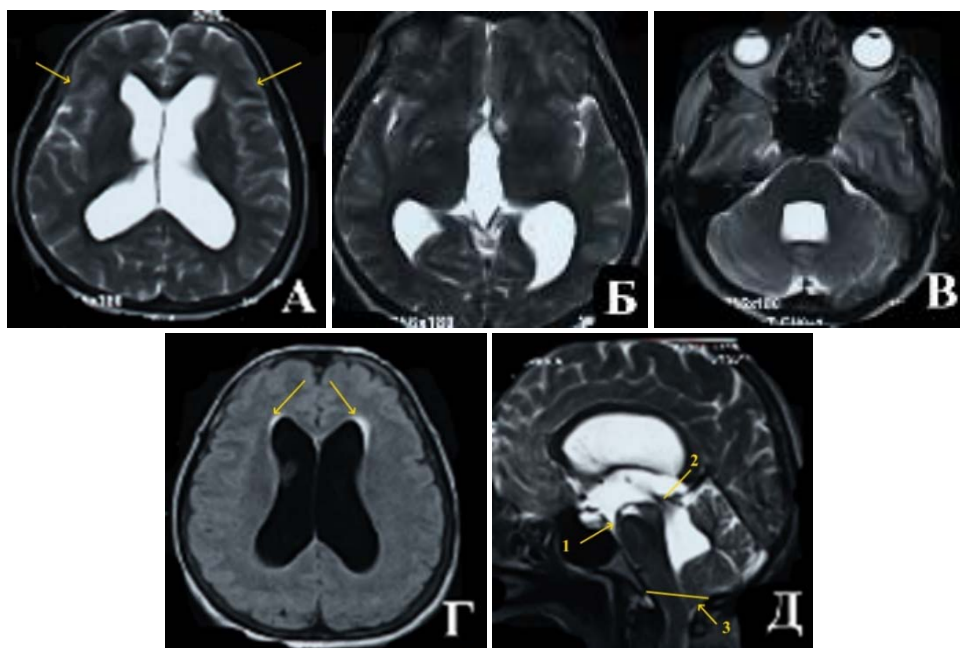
МРТ головного мозга пациента с Г2б перед операцией. А – боковые желудочки расширены, САП-К нечетко прослеживаются на всем протяжении, компримированы (указано стрелкой). Б – III желудочек расширен. В – расширение IV желудочка. Г – повышение сигнала от перивентрикулярного мозгового вещества в режиме FLAIR (указано стрелкой). Д – III желудочек имеет сглаженные контуры, ПММ пролабирует вентрально (1), водопровод расширен на всем протяжении, по нему определяется артефакт от пульсации ликвора (2), САП-ЗЧЯ компримированы, миндалины мозжечка заполняют БЗЦ и пролабируют в БЗО (3), не вызывая сирингомиелии
